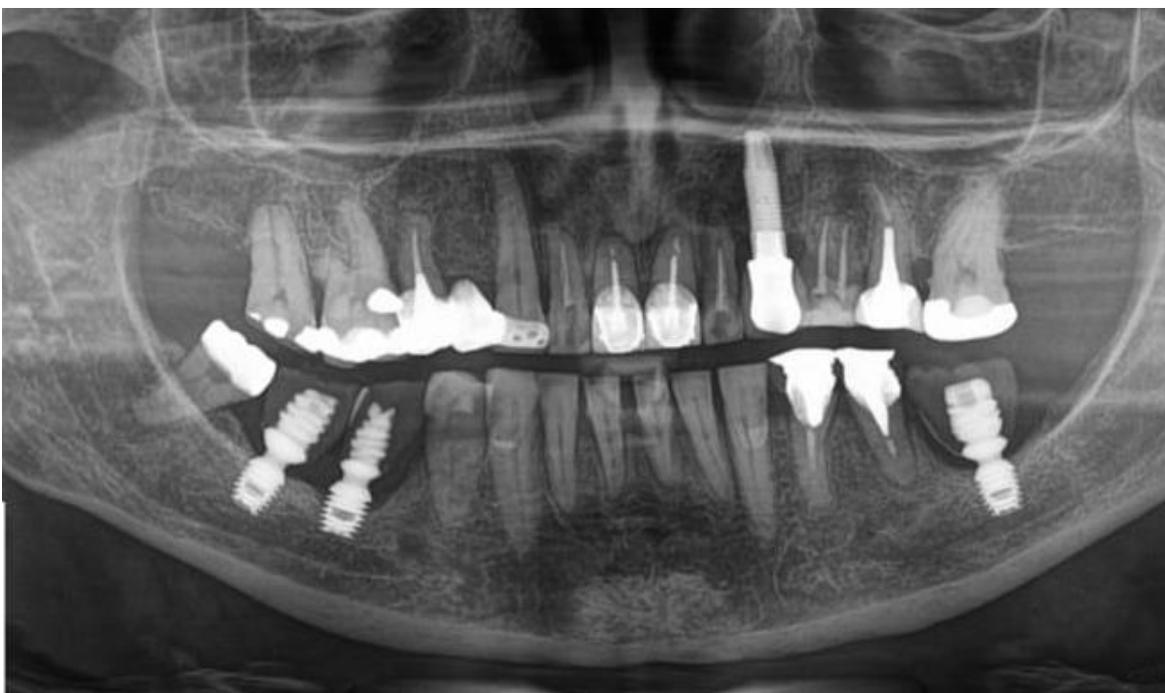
Radiografia panorâmica inicial
